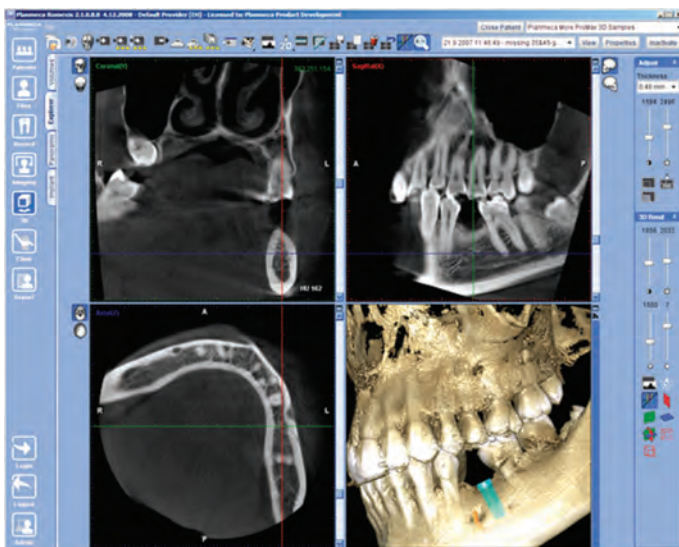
Компьютерная томография зубной имплантации в области 36 зуба
